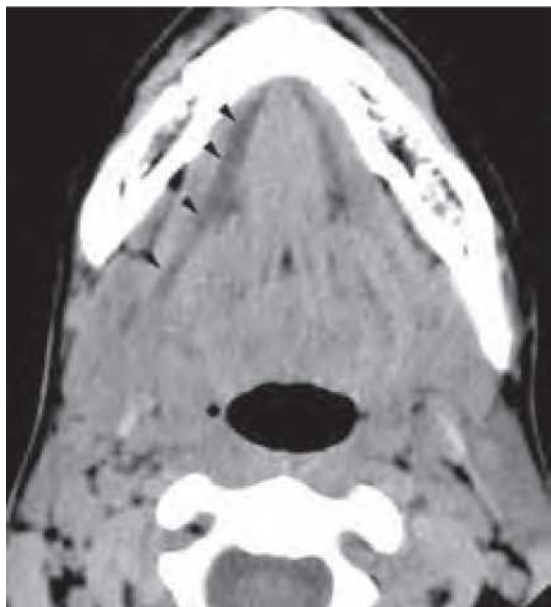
Tomografie computerizată (CT) axială fără substanță de contrast prin podeaua gurii, care arată dilatarea asimetrică a canalului submandibular (vârfuri de săgeți negre) la un pacient care fusese anterior extirpat cu calculi și prezintă stenoză postinflamatorie a canalului distal.
